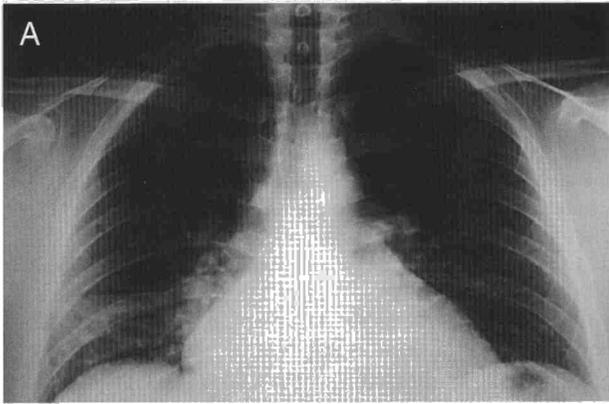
a: Proyección posteroanterior de tórax que muestra atelectasia parcial del lóbulo medio. b: corte de la TAC torácica donde se observa un crecimiento adenopático mediastínico importante que comprime y desplaza la aurícula izquierda, así como los bronquios del lóbulo medio, provocando atelectasia parcial del mismo.
